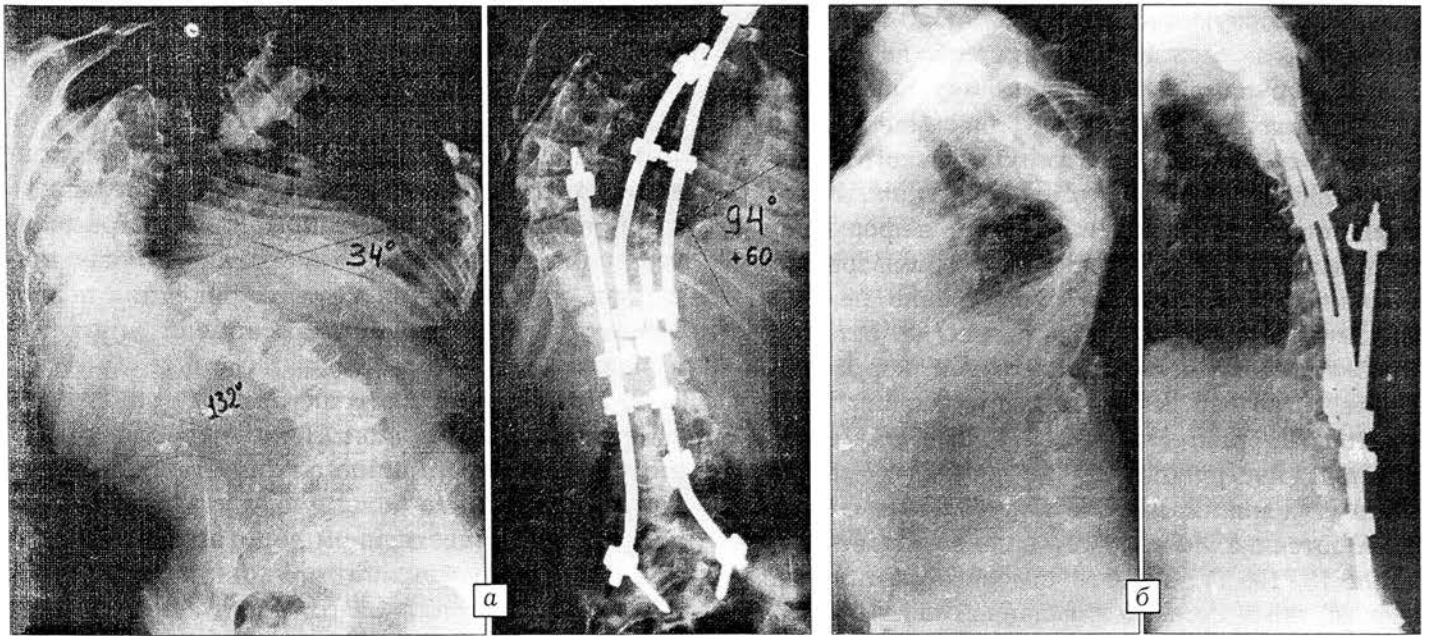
Рентгенограммы больной Т. 13 лет с диспластическим правосторонним грудным сколиозом IV степени до и после операции — торакотомии, дискэктомии Т6-7, Т7-8, Т8-9, Т9-10, коррекции деформации тремя стержнями системы CD с транспедикулярной фиксацией.
